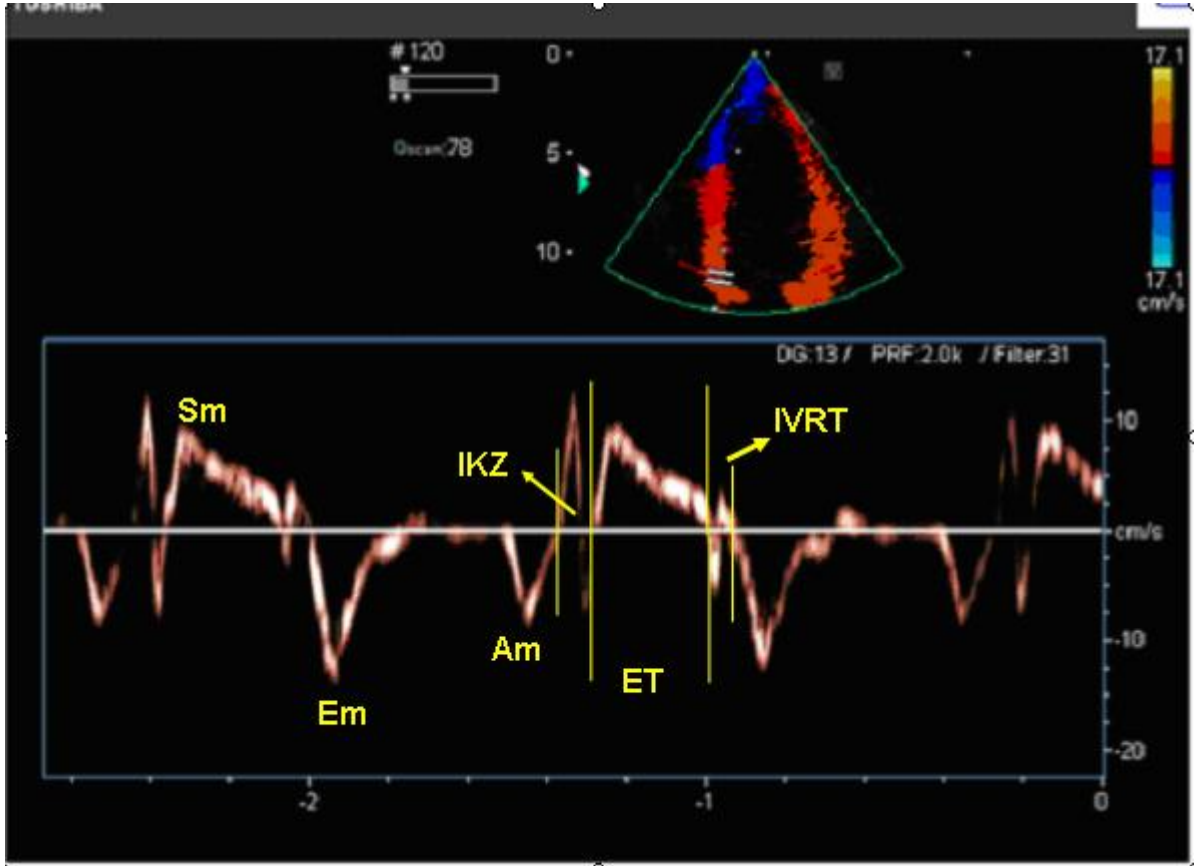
Konvansiyonel ekokardiyografi mitral diyastolik akımlar, pulmoner ven akımı ve doku Doppler miyokardiyal sistolik ve diyastolik dalgalar.
